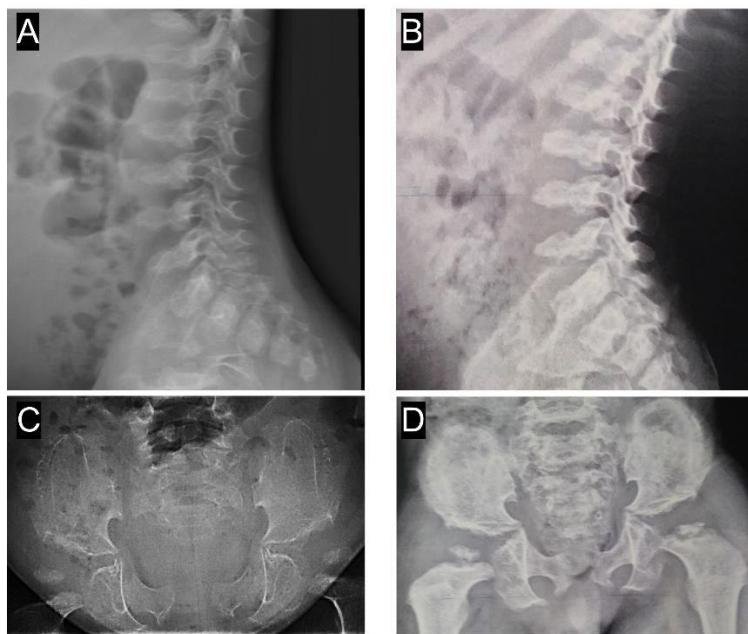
(A e B) Radiografia de coluna em perfil do P5 da Família 2 e P7 da Família 3, respectivamente, evidenciando platispondilia, entalhe central em corpos vertebrais, com sinal da dupla corcova e afilamento anterior (C e D) Radiografias de pelve dos pacientes 5 e 7, respectivamente, evidenciando o clássico achado de cristas ilíacas rendilhadas.
